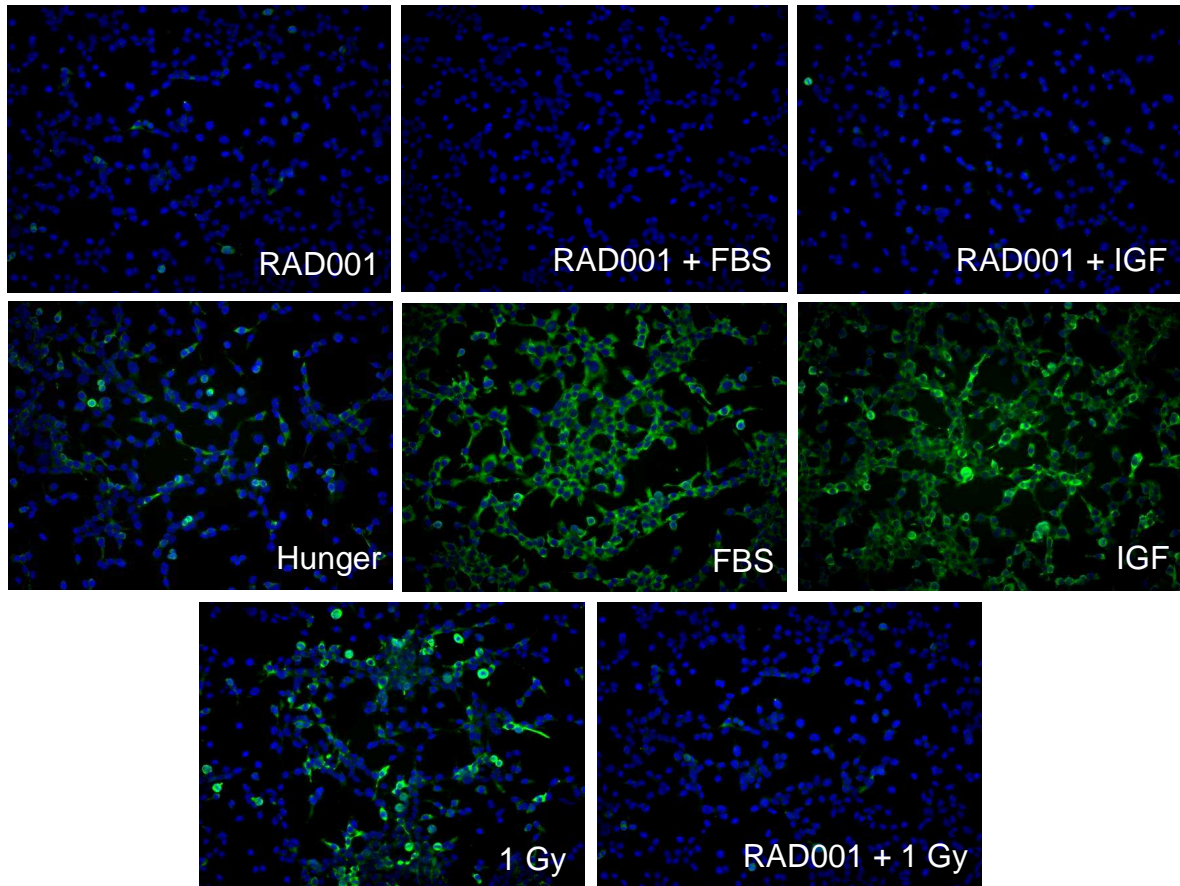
Immunocytochemie (phospho S6rp) des murinen Kolonkarzinoms CT-26
